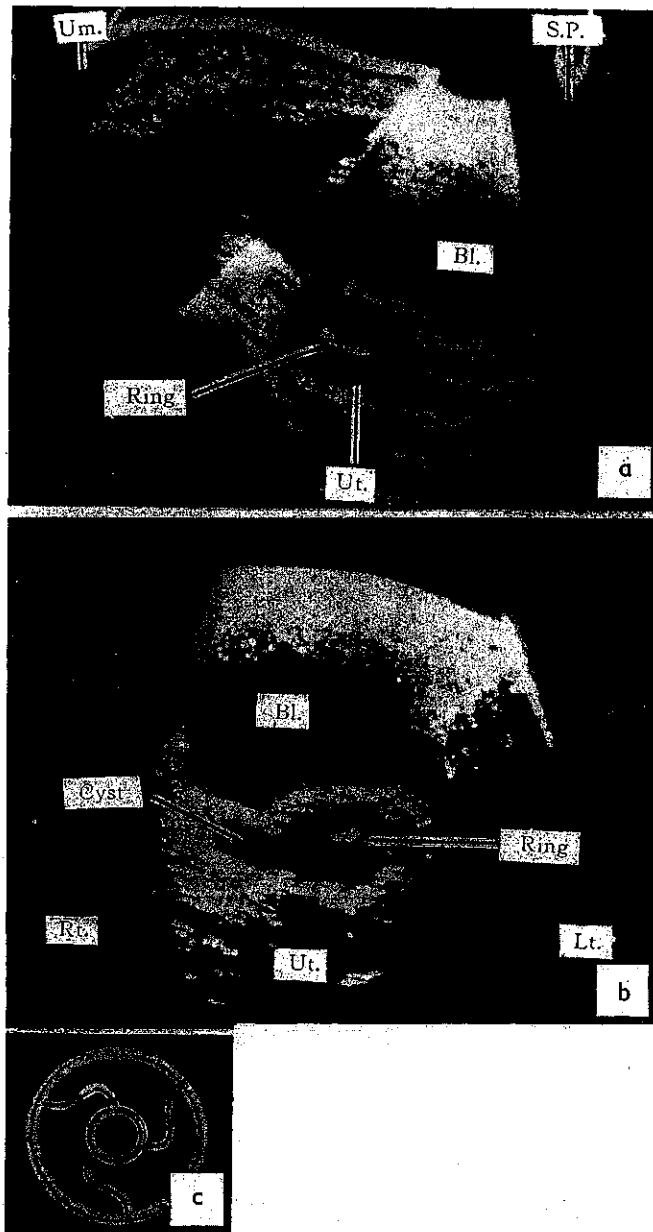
Sonograms showing an Ota ring (c) in longitudinal (a) and transverse (b) scans.
